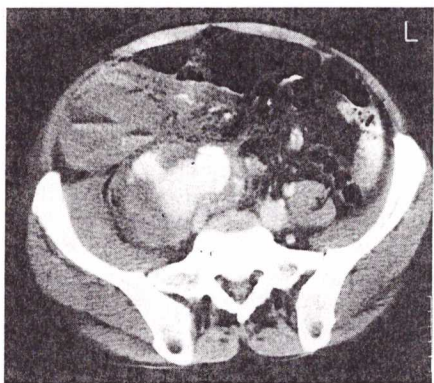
CT-Scan mit i.v. KM-Gabe in Beckeneingangsebene: Aneurysma der re. A. iliaca communis mit Fortschreiten eines falschen Lumens im verdickten Psoas. Zwischen den zwei Flüssigkeitsspiegeln des vorderen pararenalen Raumes liegt frisches Blut mit durch das KM erhöhten HE-Werten.
